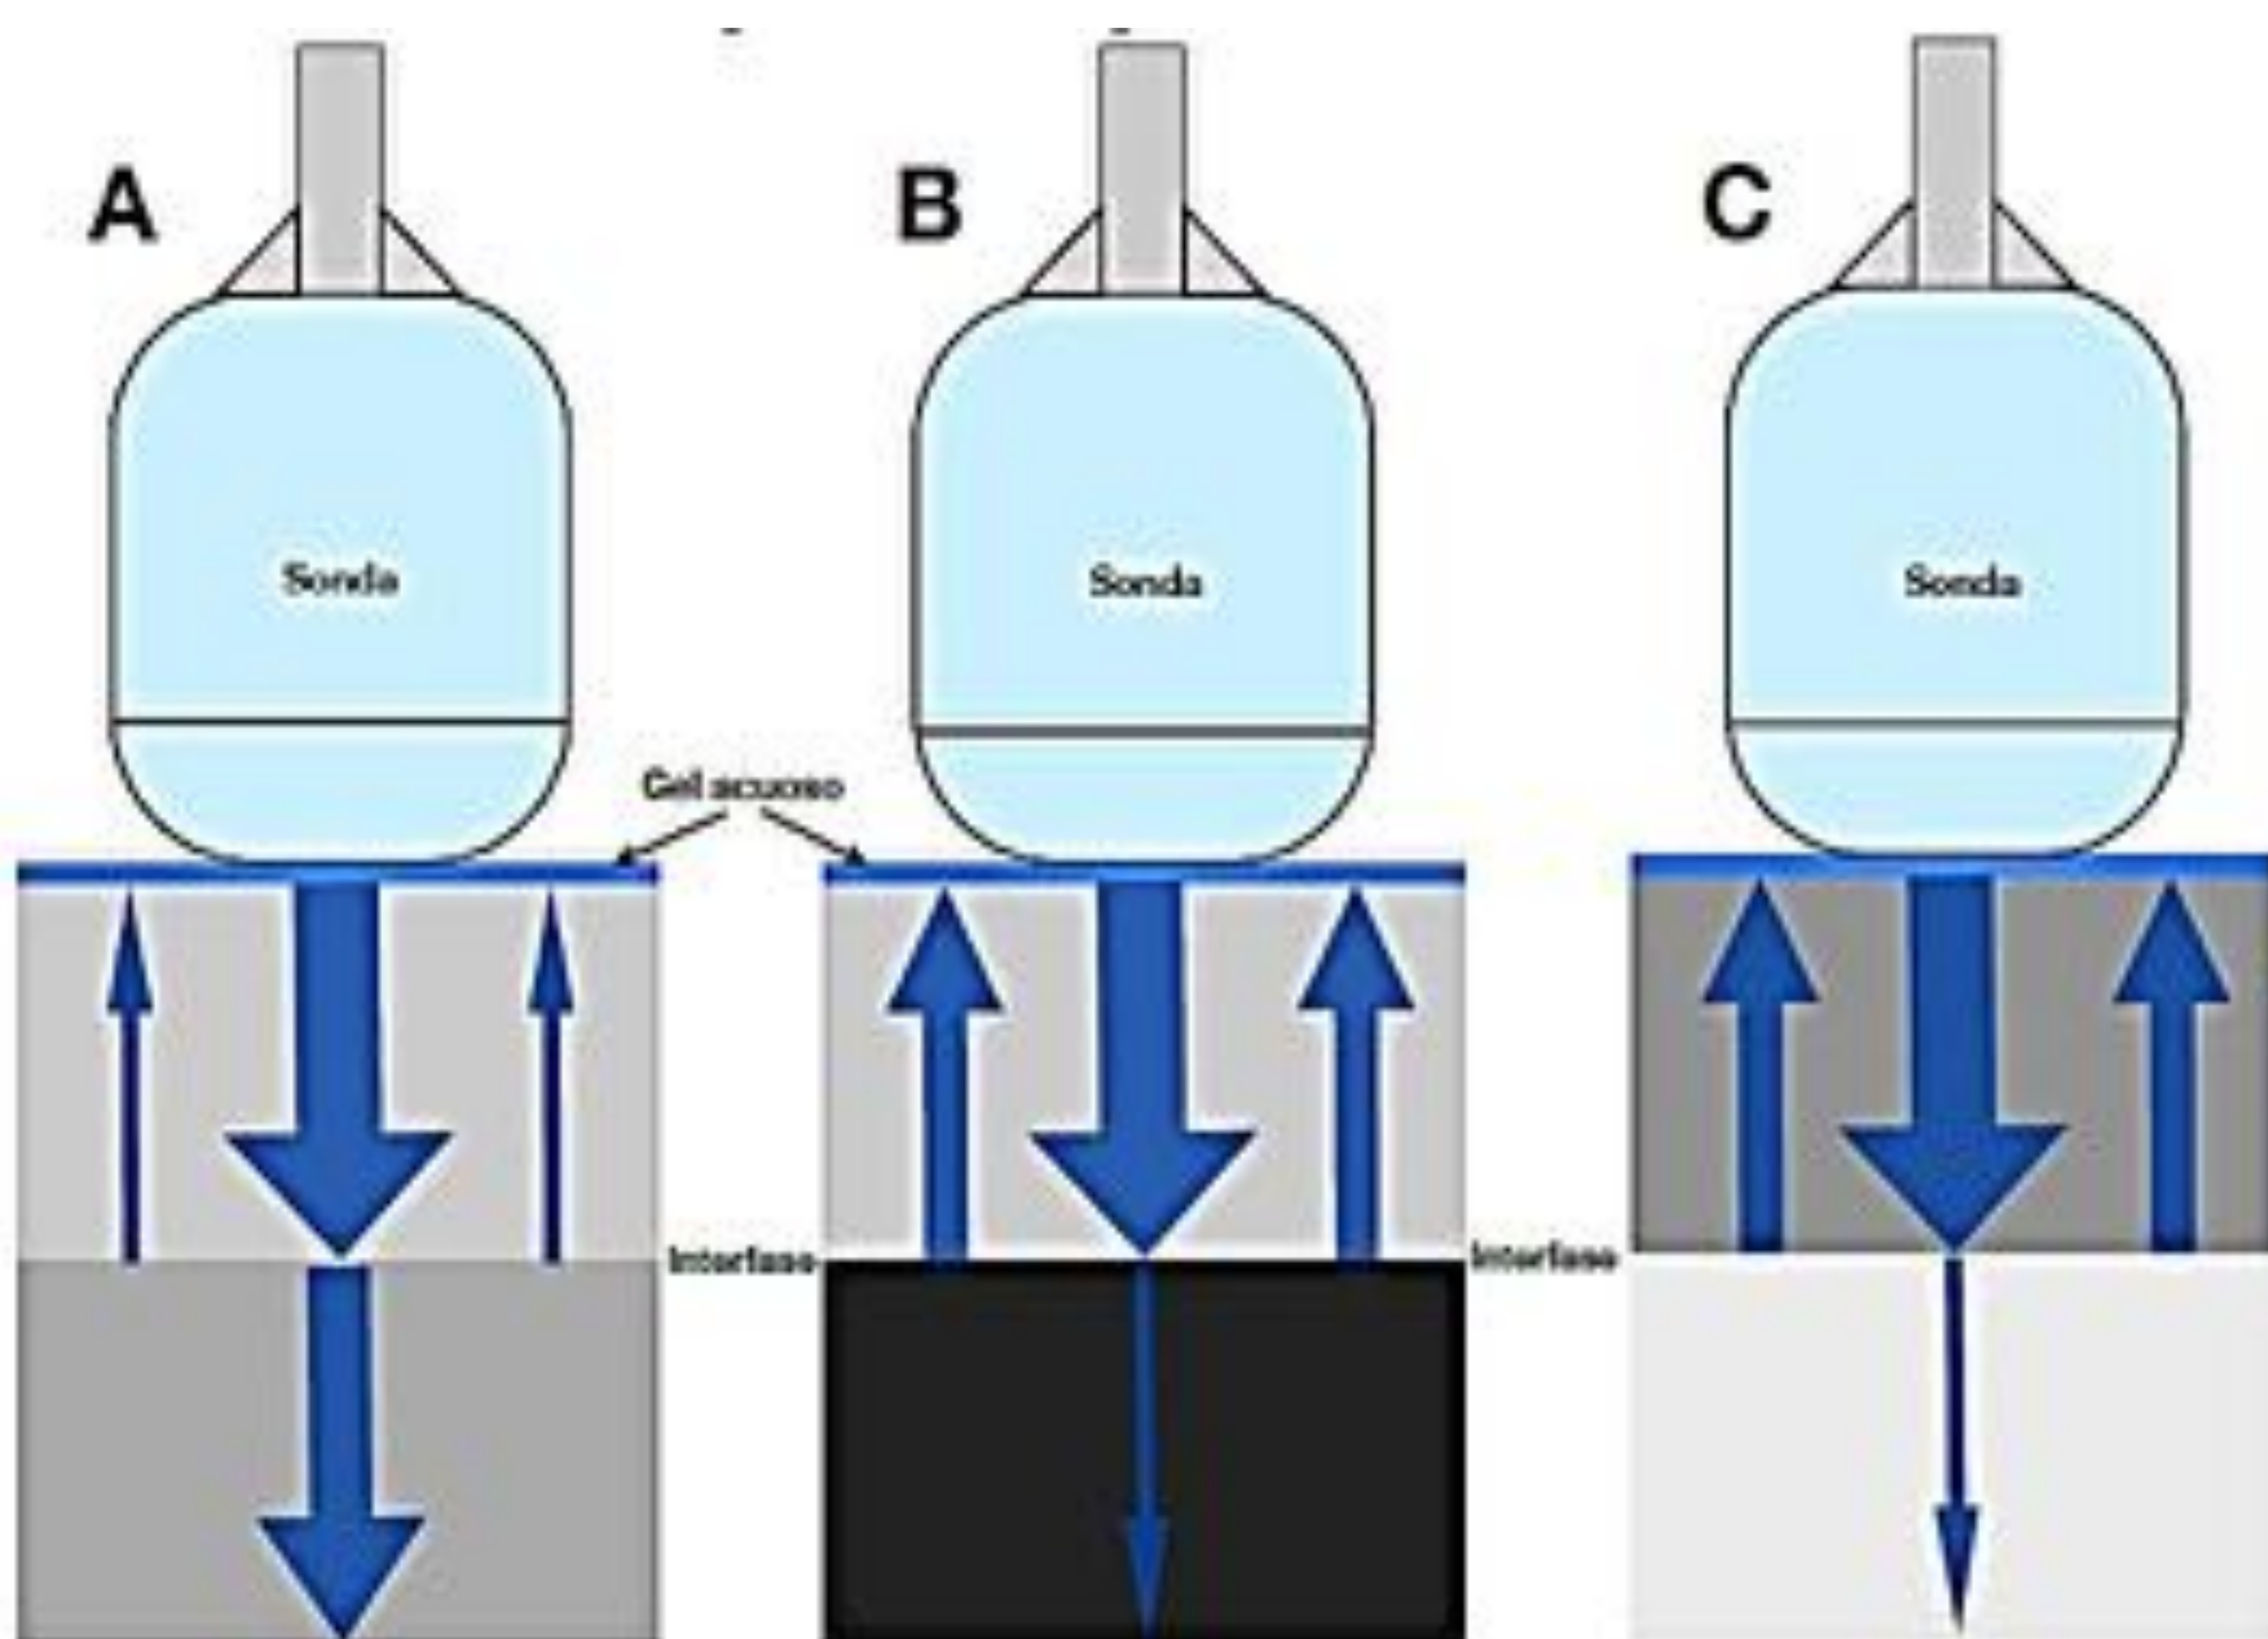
A menor diferencia de impedancias entre dos medios (A), los ultrasonidos atravesarán mejor la interfase y menor será la amplitud de las ondas reflejadas. Por el contrario, a mayor diferencia de impedancia entre dos medios (B y C) los ultrasonidos tendrán más difícil atravesar la interfase y las ondas reflejadas tendrán mayor amplitud; lo que dificulta la obtención de las imágenes. Referencia: Gonzalo García de Casasola, Juan Torres Macho. *Manual de ecografía Clínica. SEMI.*
